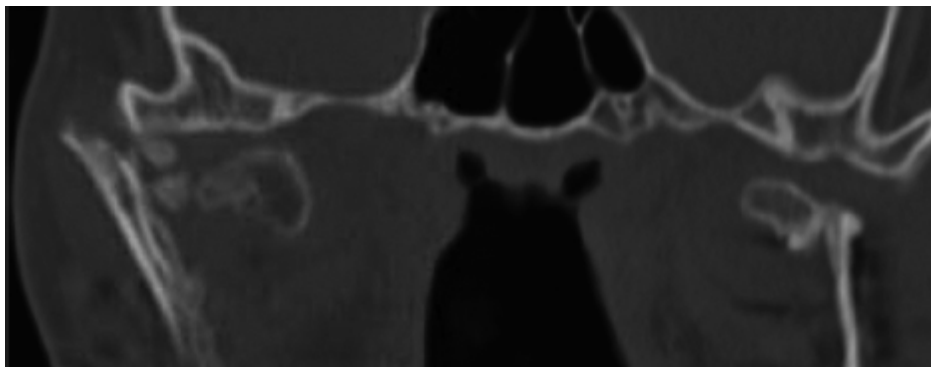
Fraturas das cabeças condilares bilaterais observadas na tomografia computadorizada coronariana.
